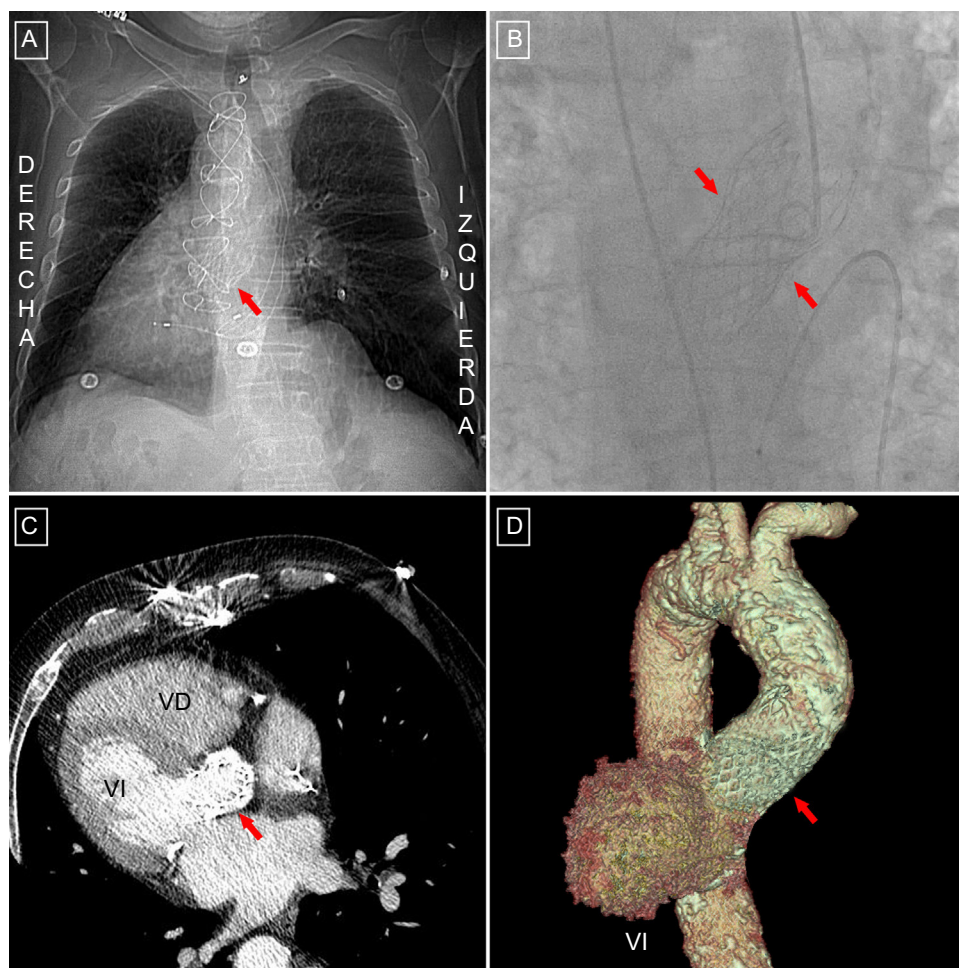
radiografía de tórax anteroposterior. B: angiografía tras el implante en proyección de 10° caudal y 10° derecha. C: tomografía computarizada cardiaca. D: reconstrucción tridimensional. Las flechas señalan la prótesis CoreValve®. VD: ventrículo derecho; VI: ventrículo izquierdo.
